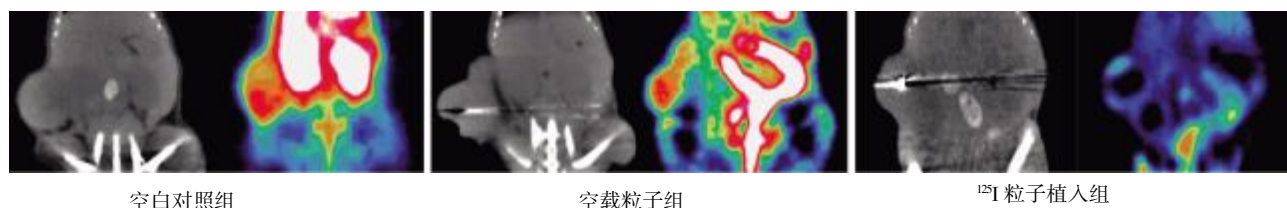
三组荷瘤裸鼠治疗后 1 周的  $^{18}\text{F}$ -FDG Micro-PET/CT 成像
